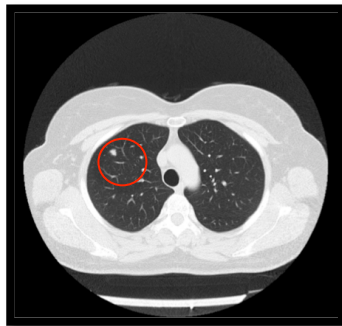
Imagen de TC de tórax con un NPS de 1cm de tamaño localizado en el lóbulo superior derecho (LSD).
